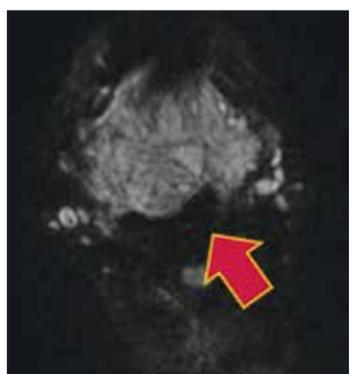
Sequência de difusão (A) da ressonância magnética (RM) e mapa de ADC (B) evidencia restrição à difusão das moléculas de água do tumor, confirmado pelo baixo sinal ao mapa ADC, inferindo lesão com alta celularidade.
